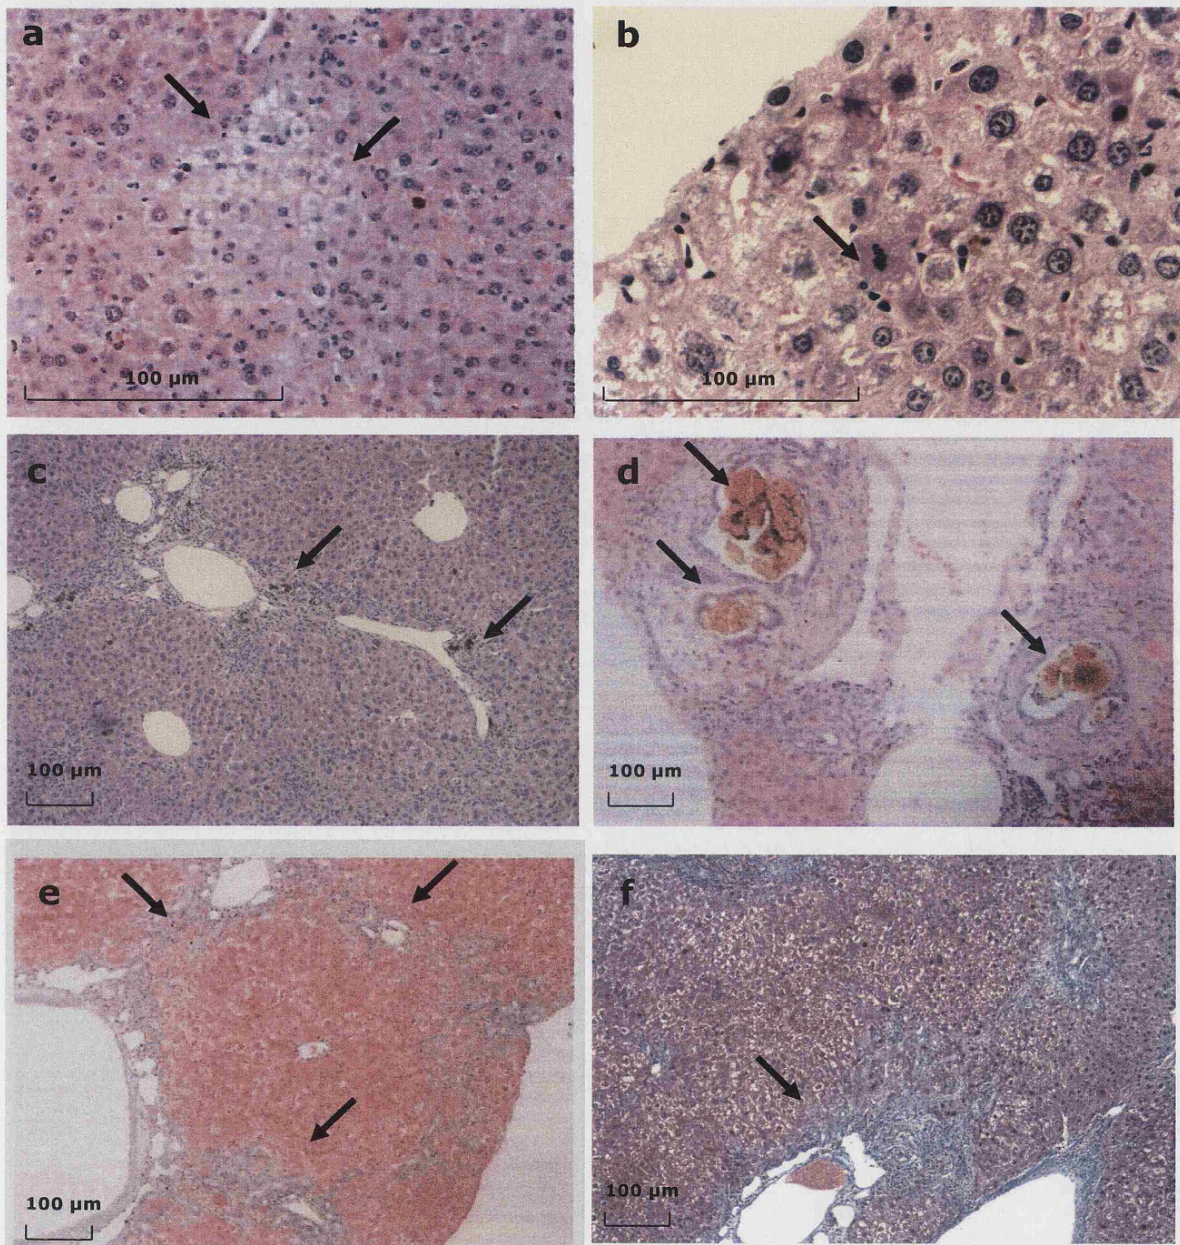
Tinción con hematoxilina-eosina (a-d) y tinción tricrómica de Masson (e-f) en cortes de hígado de ratones *fch/fch* trasplantados con médula ósea de ratones sanos y sacrificados 3 meses después del trasplante (TC2 y TC3). (a) Esteatosis. (b) Mitosis. Depósitos de protoporfirina en el parénquima hepático y región centrolobulillar (c) y espacios porta (d). (d) Distensión de los conductos biliares. (e) Fibrosis porto-portal con establecimiento de puentes. (f) Fibrosis periportal.
